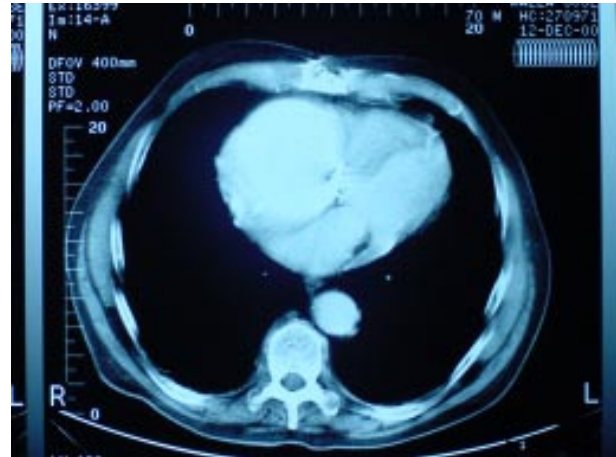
Angio tomografía axial. Aneurisma de aorta ascendente y prótesis.
